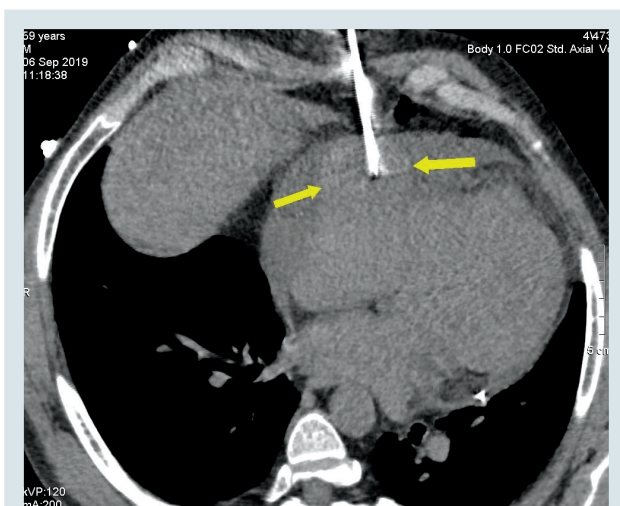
Проведення пункційної біопсії новоутворення під контролем комп'ютерної томографії, 06.09.2019 р. (пацієнт М., історія хвороби № 4738)
